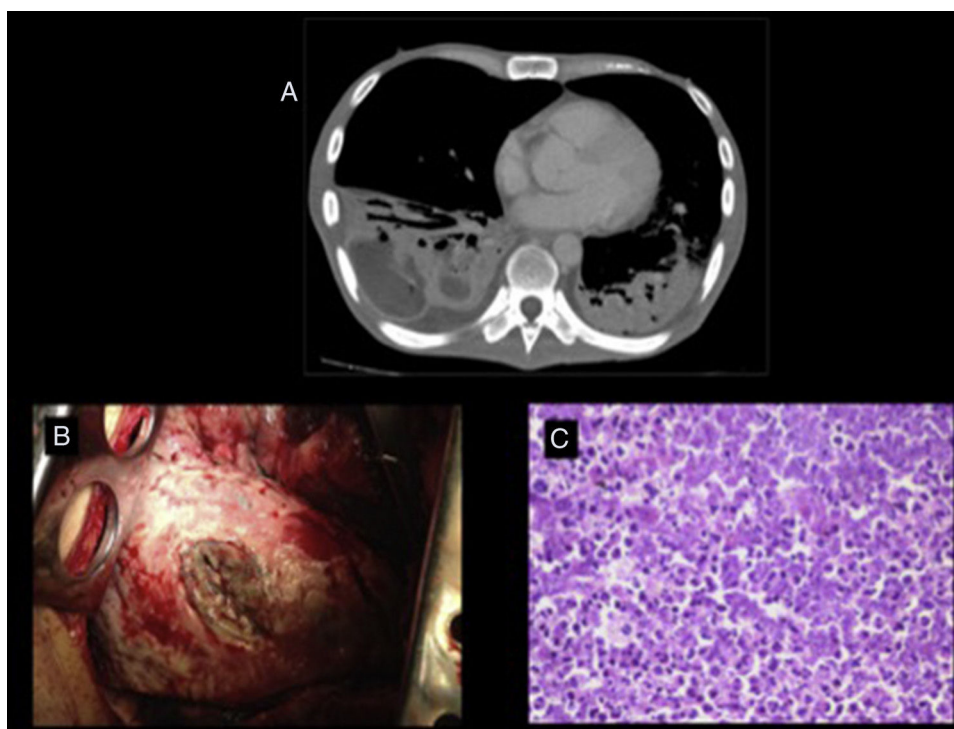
A) Corte axial de una TC con contraste i.v., donde se observa una condensación lobar inferior derecha con pequeños focos necrosantes, asociada a un derrame pleural con signos de loculación y engrosamiento de la pleura. Pequeña condensación basal inferior izquierda, asociada a derrame pleural escaso de ese lado. B) Imagen quirúrgica, con hepatización del lóbulo inferior asociado a un área de gangrena. C) Microfotografía con extensa necrosis que sustituye el tejido pulmonar.
